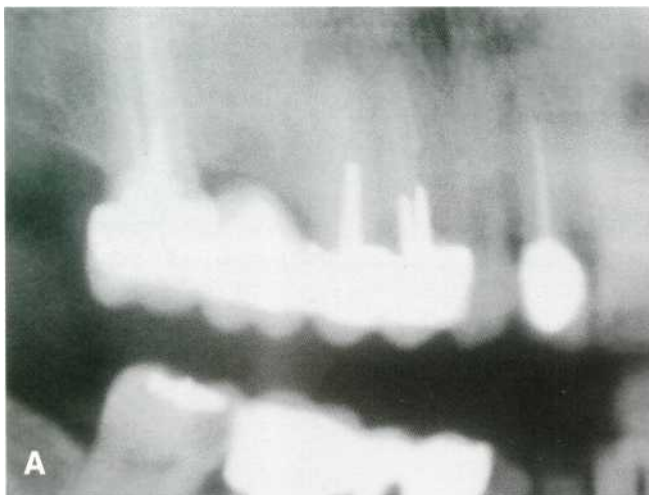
(A) Lesión periapical en el 1.4 y 1.5. (B) Incisión semilunar modificada y despegamiento del colgajo mucoperiostico comprobando el estado de la cortical externa. (C) Legrado, apicectomía y obturación retrógrada. (D) Control radiológico postoperatorio.
